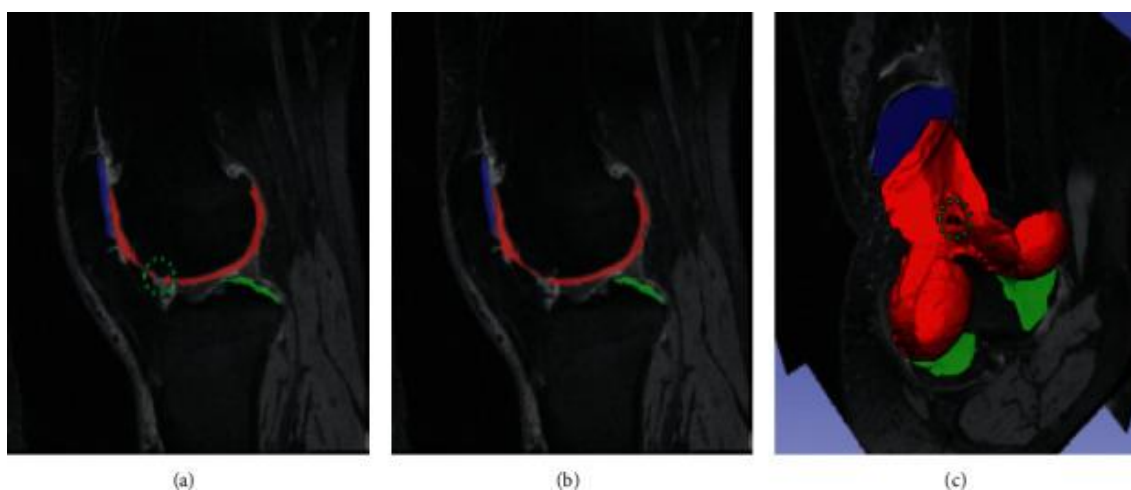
Prikaz izvorne MRI slike (a) hrskavice koljena, te komparacija ručne (b) i automatizirane segmentacije (c)
